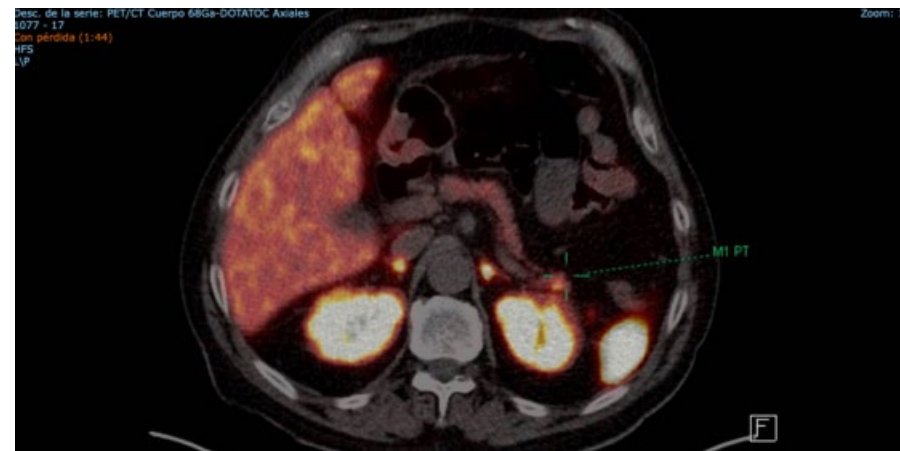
Foco de moderada actividad en cola de páncreas en PET 68 Ga-DOTATOC
